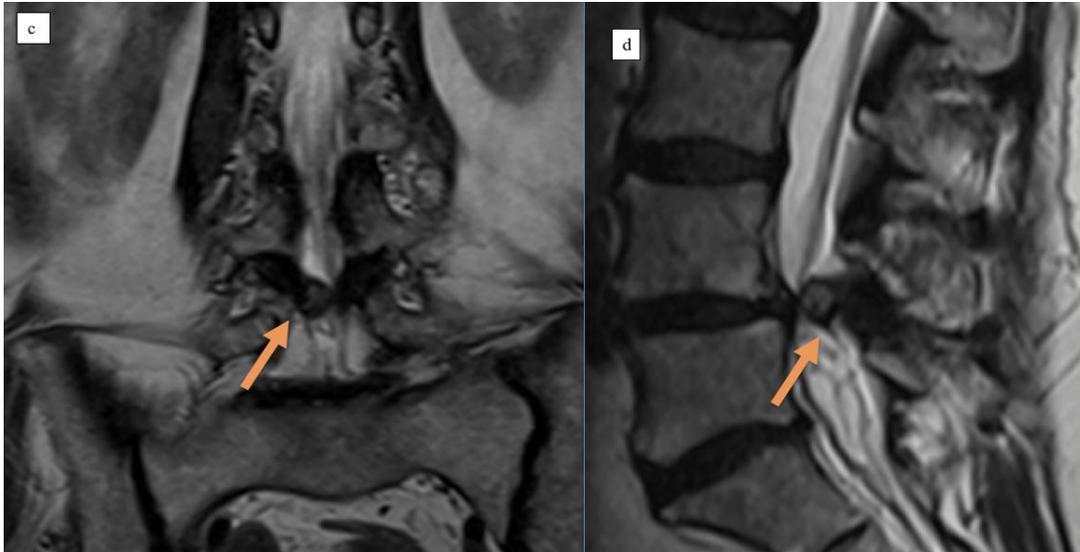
IRM lombaire en séquence T1 axiale (a), T2 axiale (b) , T2 coronale (c), T2 sagittale : lésion intracanalraire L4/L5 extradurale contiguë à l'articulation zygapophysaire droite.
